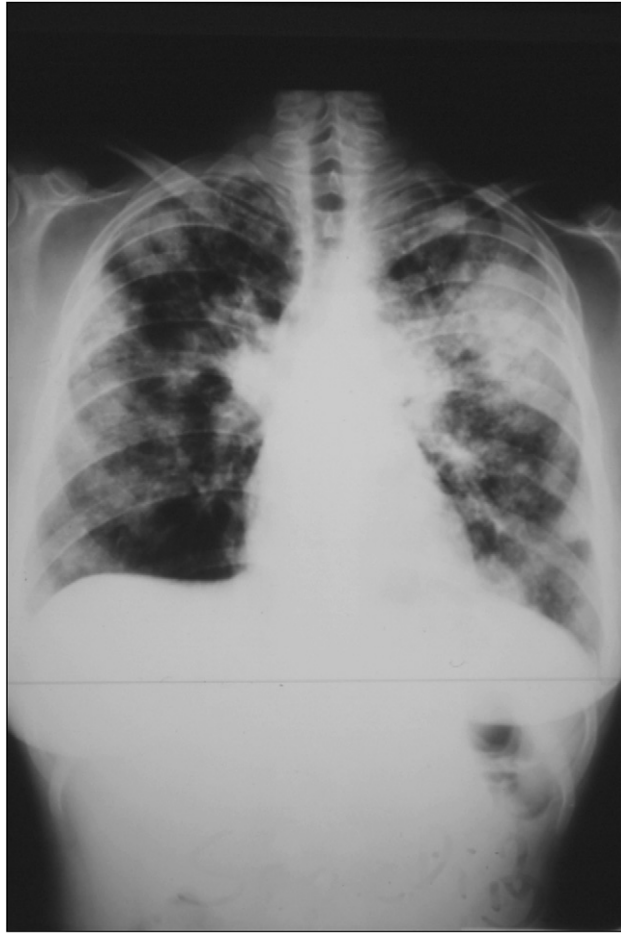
Radiographie thoracique de face montrant des Infiltrats pulmonaires bilatéraux [17]
